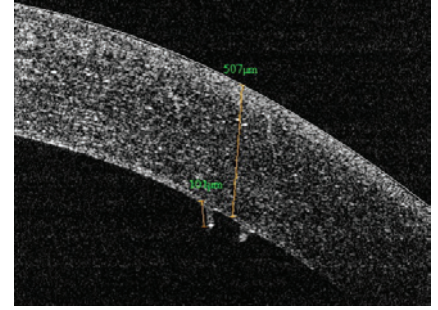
Складки десцеметовой мембраны по данным оптической когерентной томографии.
